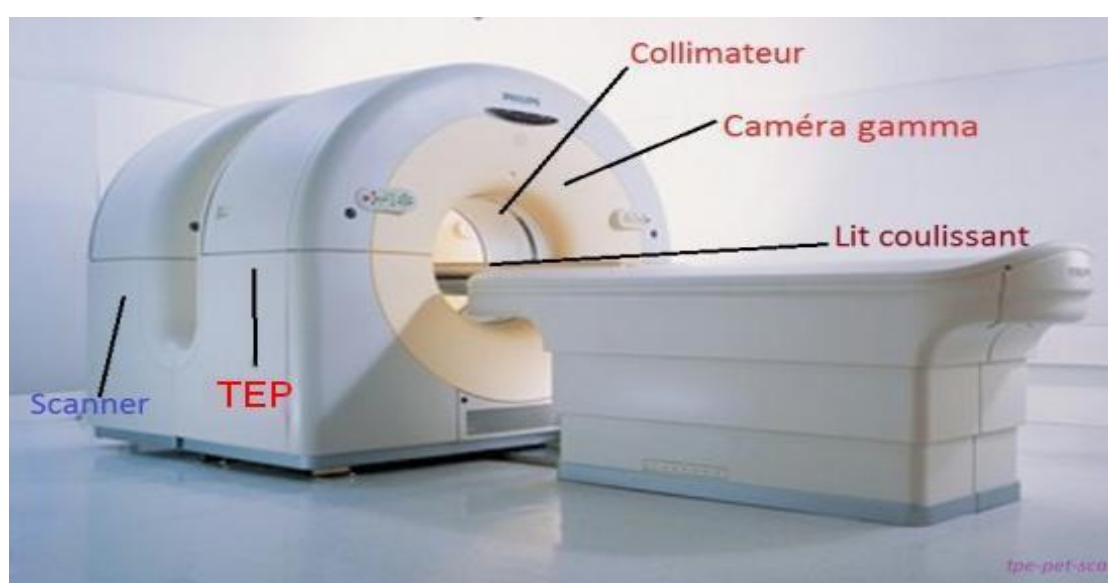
Tomographie par Emission de Positons [Dav2017].
